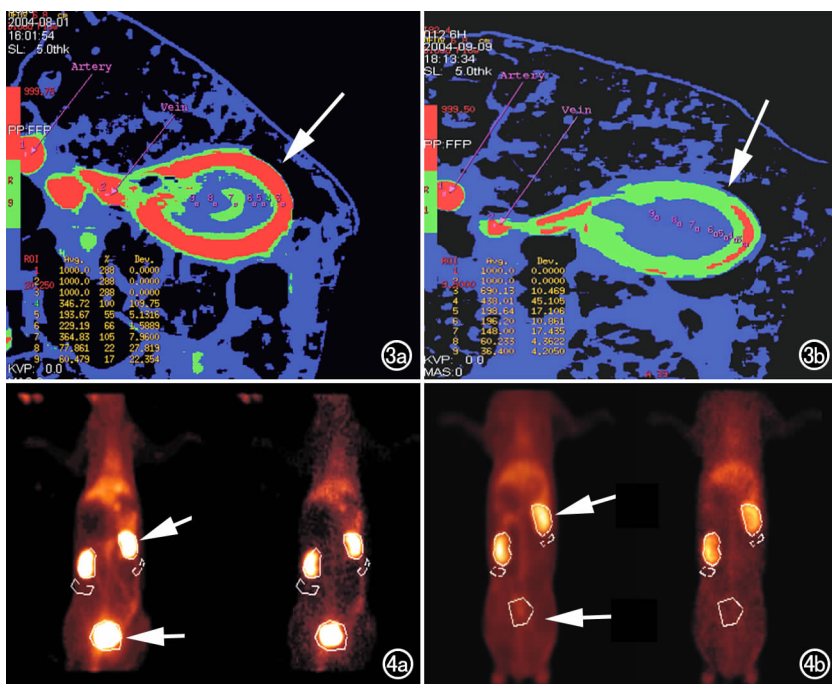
用药前后 CT 灌注的 BF 图像。a) 用药前正常皮质显示为均匀的红色高灌注区(箭);b) 用药后同层面肾皮质血流灌注明显降低,以低灌注的绿色为主(箭)。图 4 用药前后的核素显像图。a) 用药前双肾显像清晰,放射性分布均匀,膀胱区有明显放射性浓集(箭);b) 用药后肾脏显影清晰无淡化,膀胱区始终显影模糊不清(箭)。
